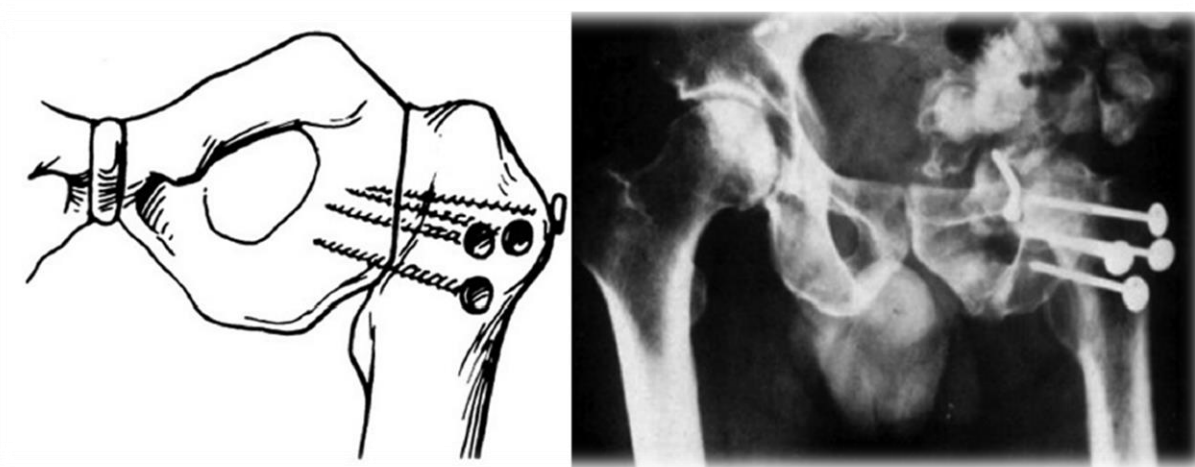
Обзорная прямая рентгенограмма пациента, перенесшего резекцию и реконструкцию вертлужной впадины в модификации Johnson J.T. 1978г. по поводу хондросаркомы костей таза [90].
